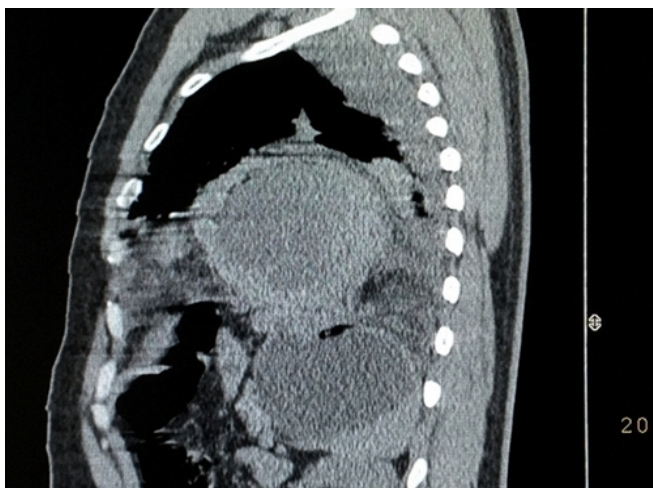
Tomografia computadorizada do tórax demonstrando no corte sagital presença da porção proximal do estômago dentro da cavidade torácica esquerda, associado à atelectasia compressiva do lobo inferior do pulmão e pequeno derrame pleural.
